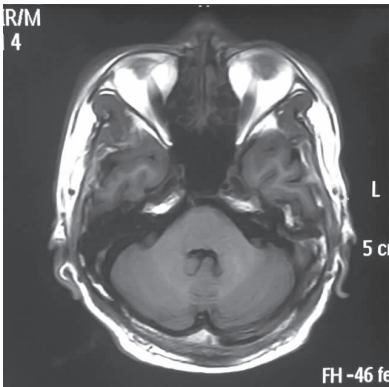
头 MRI-T₁ WI 示第四脑室底部,左侧面丘异常长 T₁ 信号
